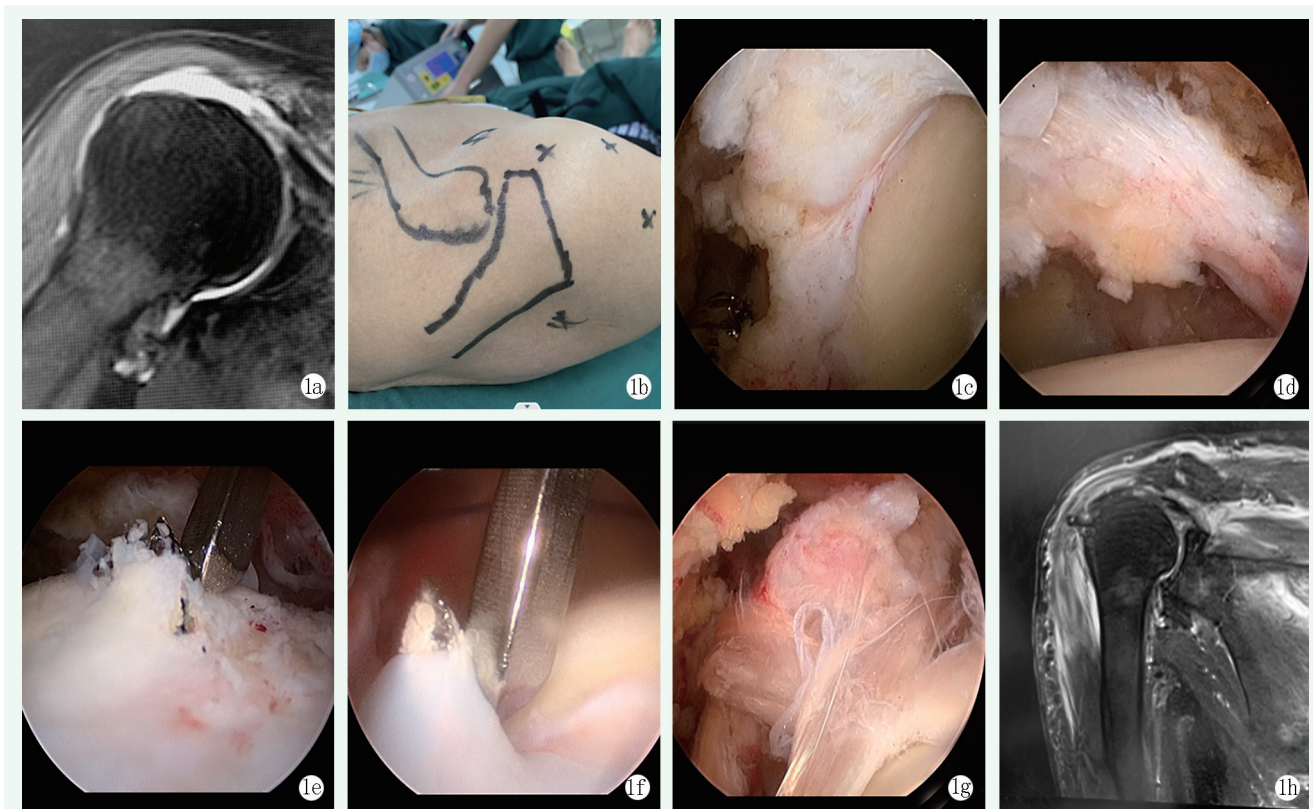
患者男性，56 岁。1a: 术前右肩 MRI 显示 IMRCT；1b: 肩关节的骨性标志及手术入路标记；1c: 关节盂侧骨隧道十点半方向；1d: 关节盂侧骨隧道一点半方向；1e: 一条肱骨侧骨隧道；1f: 另一条肱骨侧骨隧道；1g: 关节镜下完整肌腱移植术；1h: 术后 MRI。
